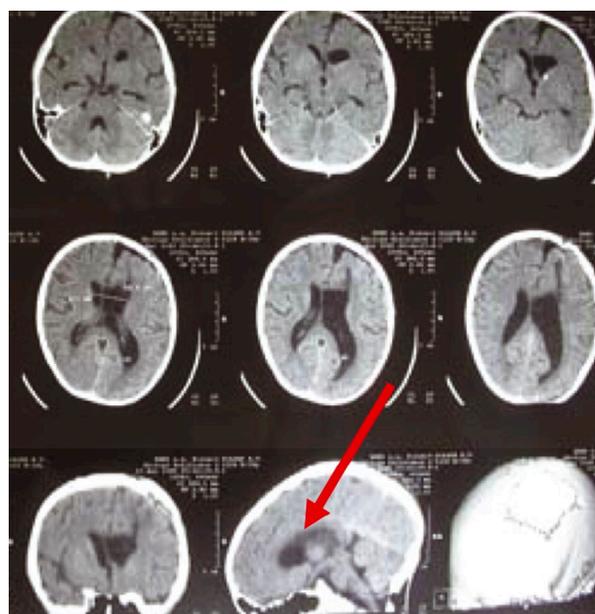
Больной Д., МСКТ на 10-е сутки после операции, тотальное удаление опухоли (стрелками указано ложе удаленной опухоли).
